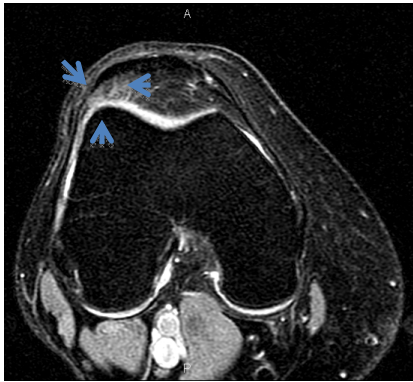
Imagen de RM de rodilla, axial en secuencia T2 con saturación grasa, que muestra un foco de incremento de señal.
